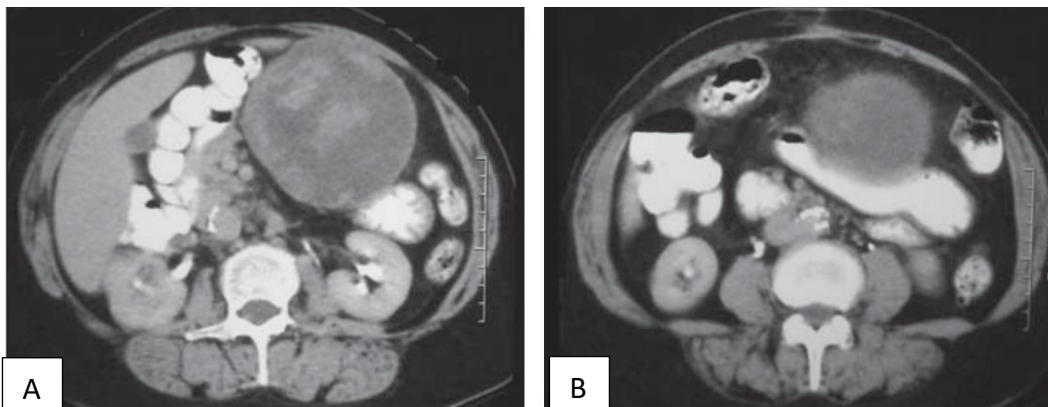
Tomografia computadorizada com contraste oral e venoso mostrando volumosa lesão expansiva sólida e heterogênea, com áreas hipodensas no seu interior e crescimento extraluminal (A), sem plano de clivagem com a pequena curvatura gástrica (B). Retirado de: PELANDRÉ, 2008.
